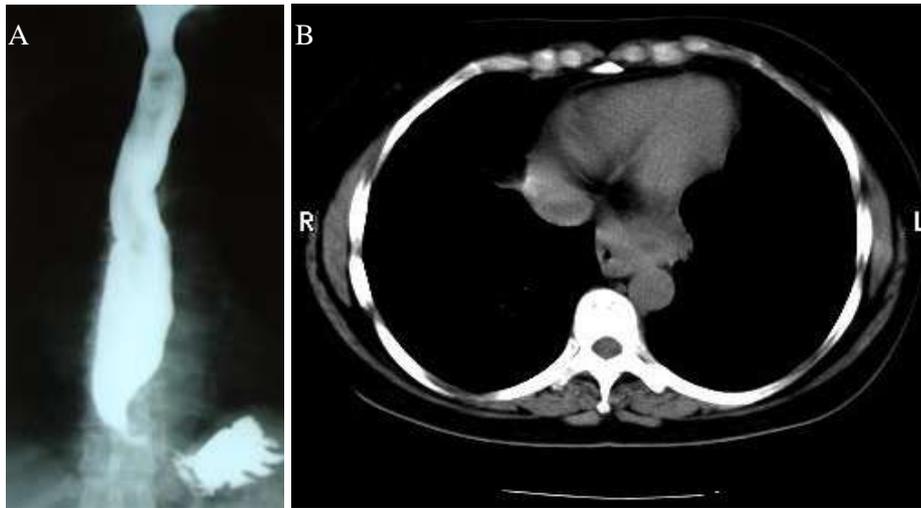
Exames de imagem pré-operatórios. A: Raios X contrastado de Esôfago, evidenciando lesão infiltrativa na porção terminal; B: TC de tórax, evidenciando espessamento das paredes esofágicas distal. /cárdia).
